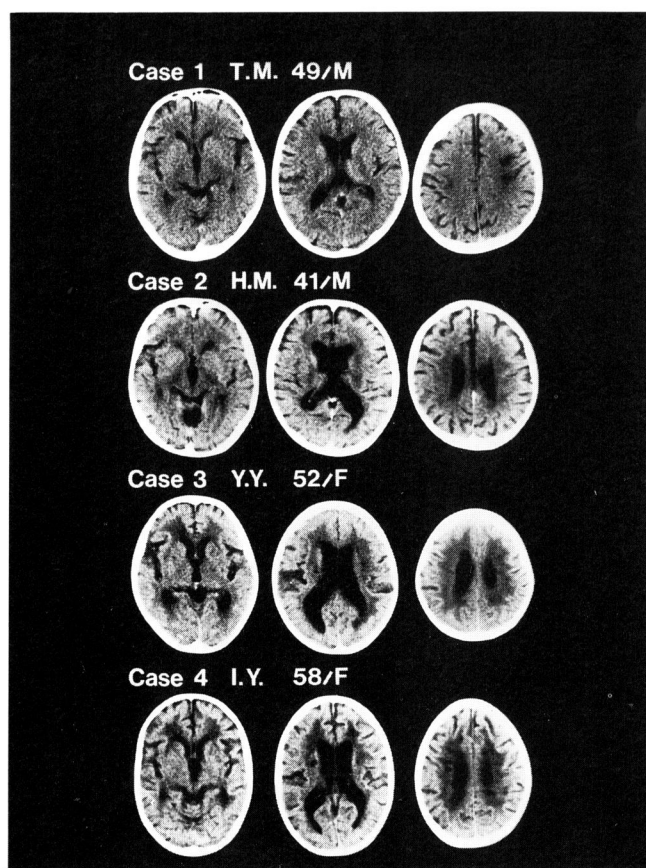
CT scans of patients with multi-infarct dementia (Case 1 - 4)
